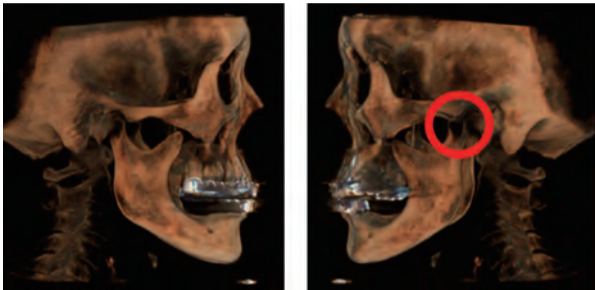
~15. CBCT view에서 왼쪽 하악 과두가 빠져 있는 모습과 구외 사진.
